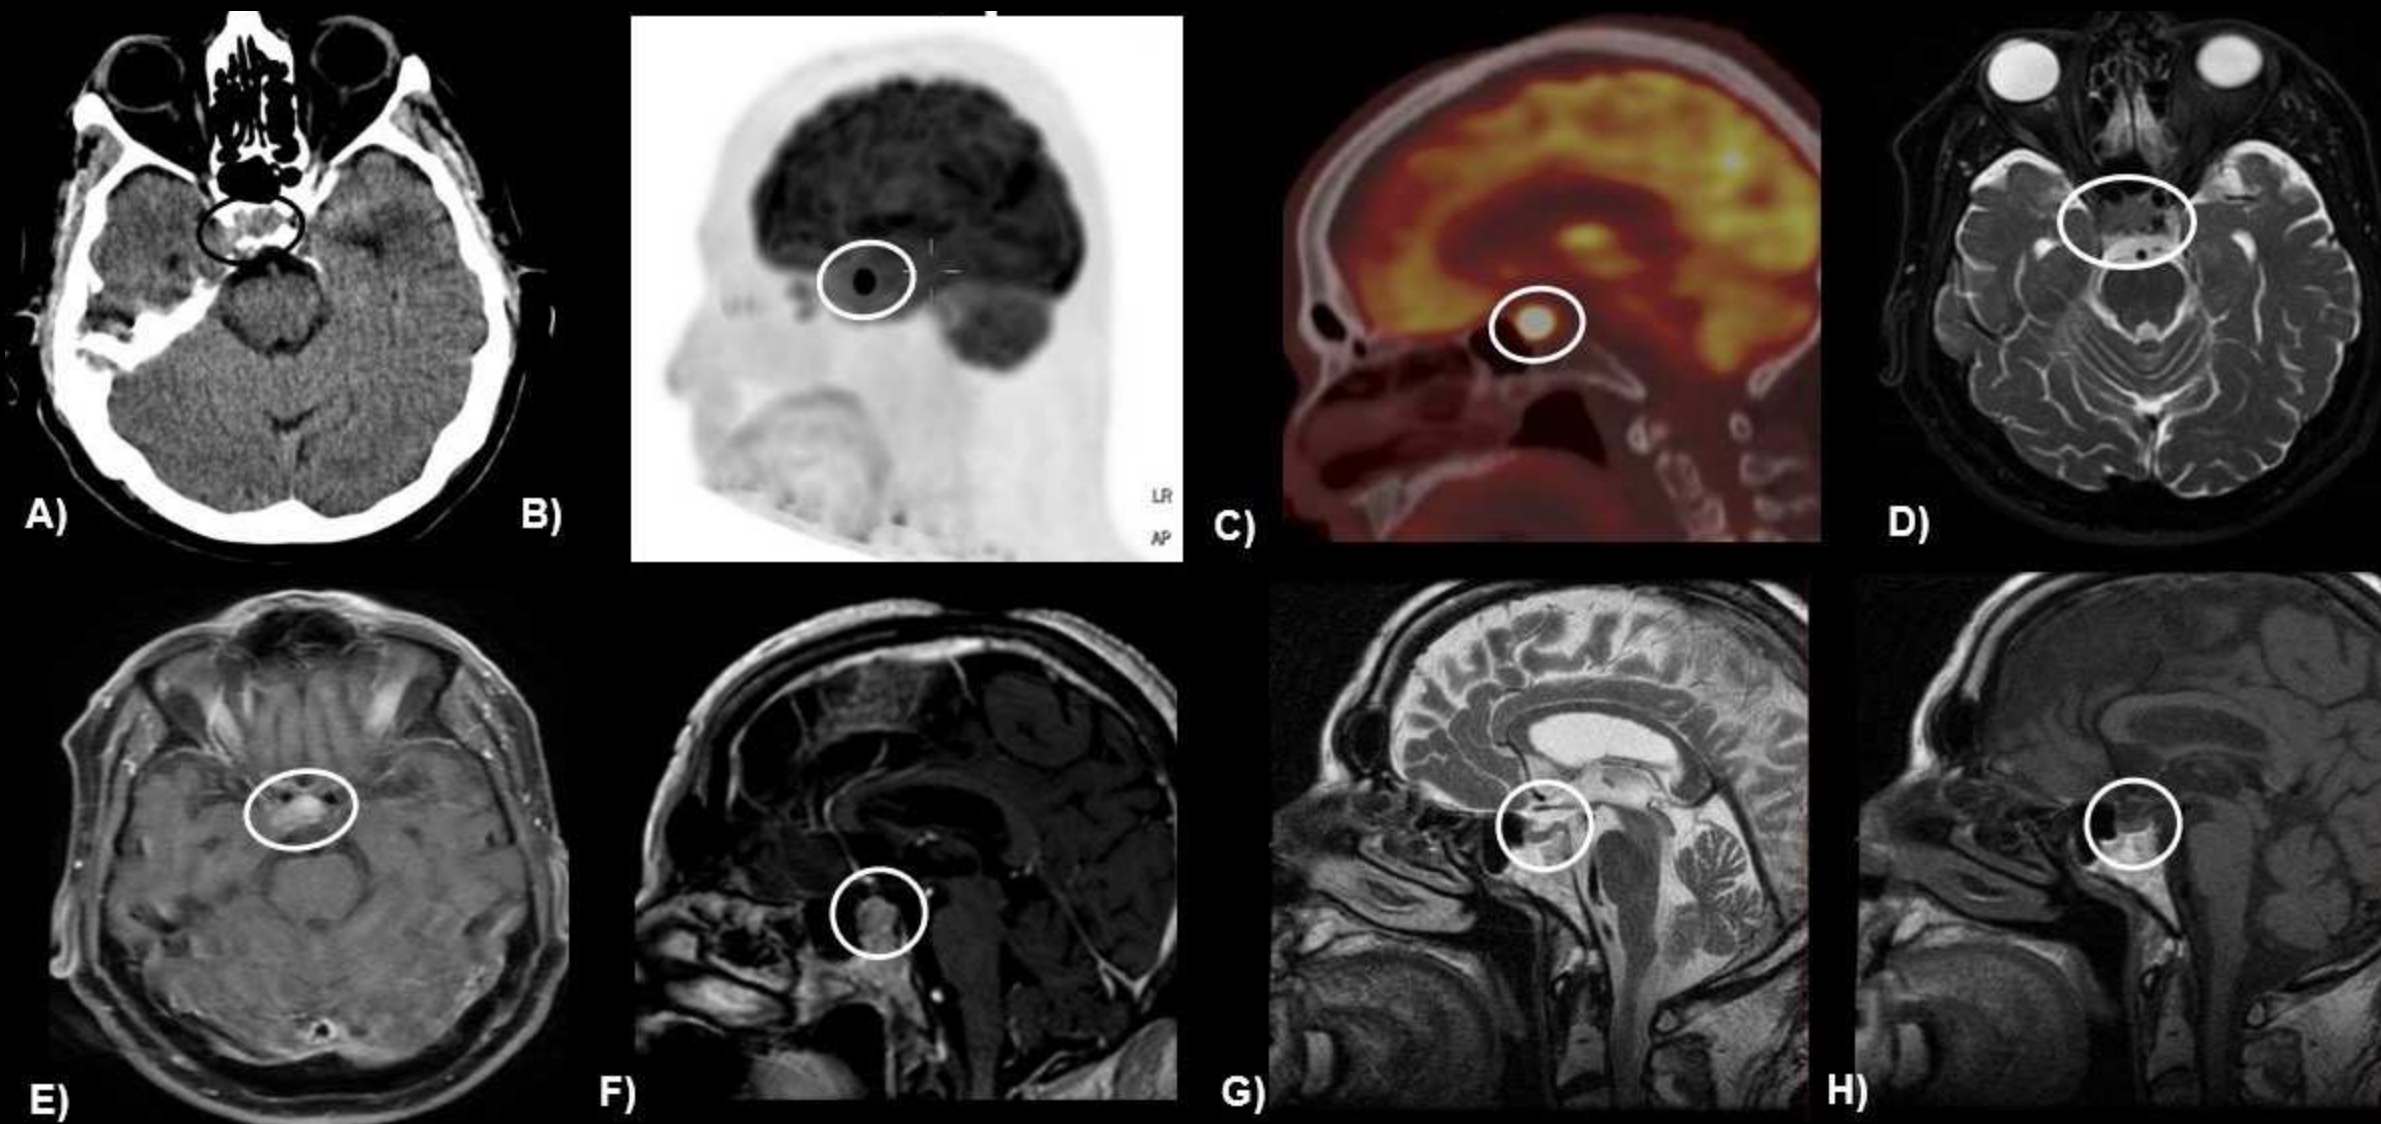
Varón de 85 años con melanoma en tratamiento con ipilimumab. (A) TC craneal sin contraste que muestra aumento de tamaño de la hipófisis, de predominio en su porción lateral derecha (círculo negro). (B) Imagen sagital de PET-TC funcional que demuestra, además de la captación fisiológica de FDG en el parénquima cerebral, un foco de captación patológica en la hipófisis (círculo blanco). (C) Imagen sagital fusionada de PET-TC que confirma hipermetabolismo con captación patológica de FDG a nivel hipofisario (círculo blanco). (D) Secuencia axial de RM T2 con supresión grasa, sin contraste, que confirma el aumento de tamaño hipofisario (círculo blanco), con abombamiento supraselar e invasión focal de la porción posterior del seno cavernoso derecho, sin compresión de la arteria carótida interna ipsilateral. (E, F) Imágenes de RM en secuencias T1 spin-eco axial y T1 eco de gradiente sagital tras la administración de contraste, que muestran un realce hipofisario heterogéneo (círculos blancos). Inicialmente se consideró un macroadenoma hipofisario, si bien se recomendó control radiológico a corto plazo en el contexto de la historia farmacológica. (G, H) RM de control un mes tras la suspensión de ipilimumab, incluyendo secuencias T2 y T1 spin-eco axiales sin contraste, que demuestra una reducción significativa del tamaño hipofisario con resolución del componente supraselar (círculos blancos). Los hallazgos son compatibles con hipofisitis inducida por fármacos.
